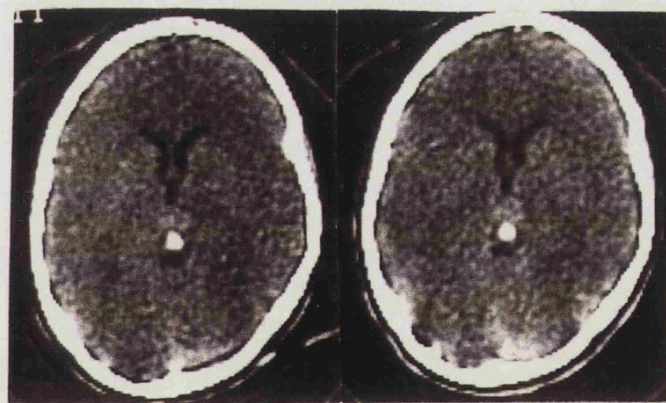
TAC, sin y con contraste, de un cavernoma de la región pineal. (Caso 41).
